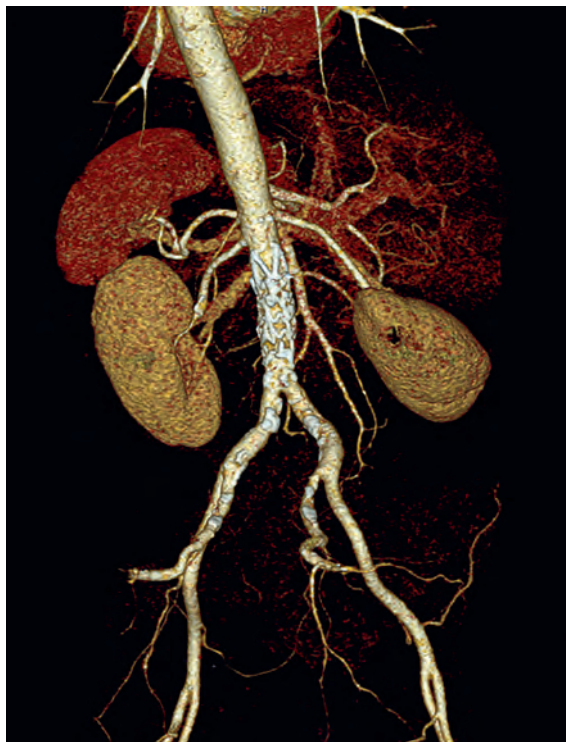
Reconstruction 3D d'une angiographie par TDM 3 mois après l'opération, avec endoprothèse posée dans l'aorte infrarénale dans le cadre d'une fistule aorto-duodénale.
